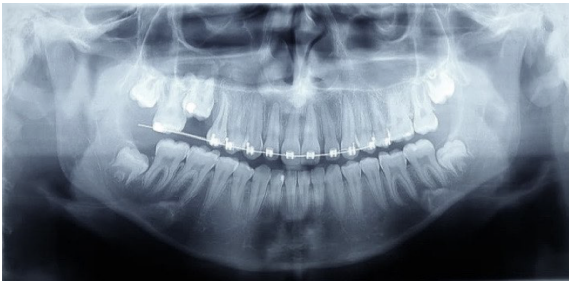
Radiografia panorâmica após alinhamento, mostrando espaço recuperado na região do 16.
